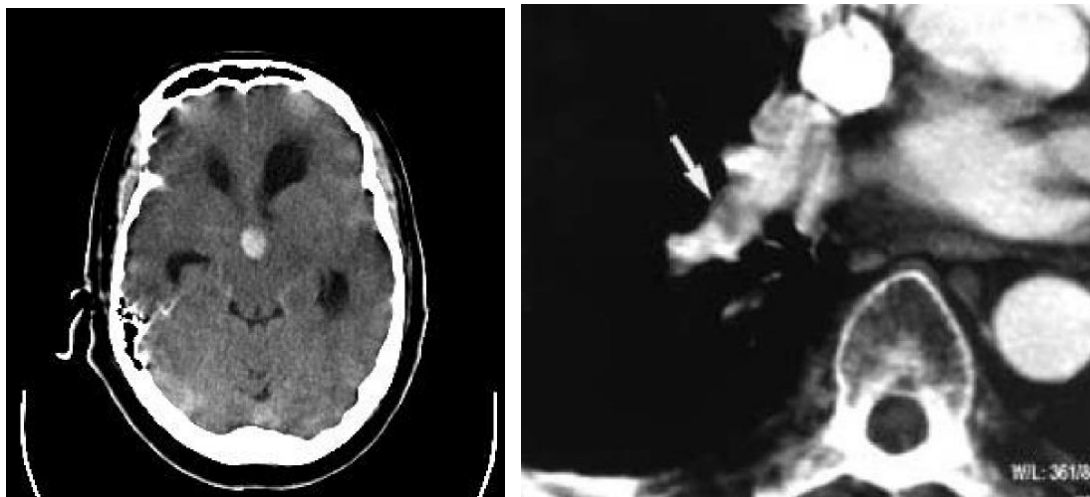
Mostra artefatos de movimento a esquerda em uma TC de crânio e a direita em Tórax.
